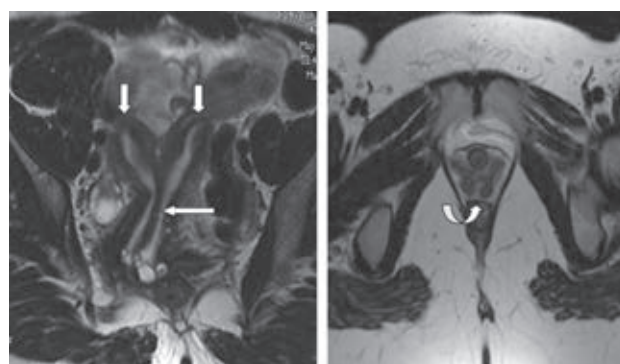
Resonancia magnética de anomalías complejas. A) Resonancia magnética transversa oblicua que demuestra una configuración bicorne de los cuernos uterinos (flechas cortas) con un septo uterino inferior que se extiende hasta el cuello uterino (flecha larga). B) Corte transversa que revela una duplicación focal de la vagina (flecha).
